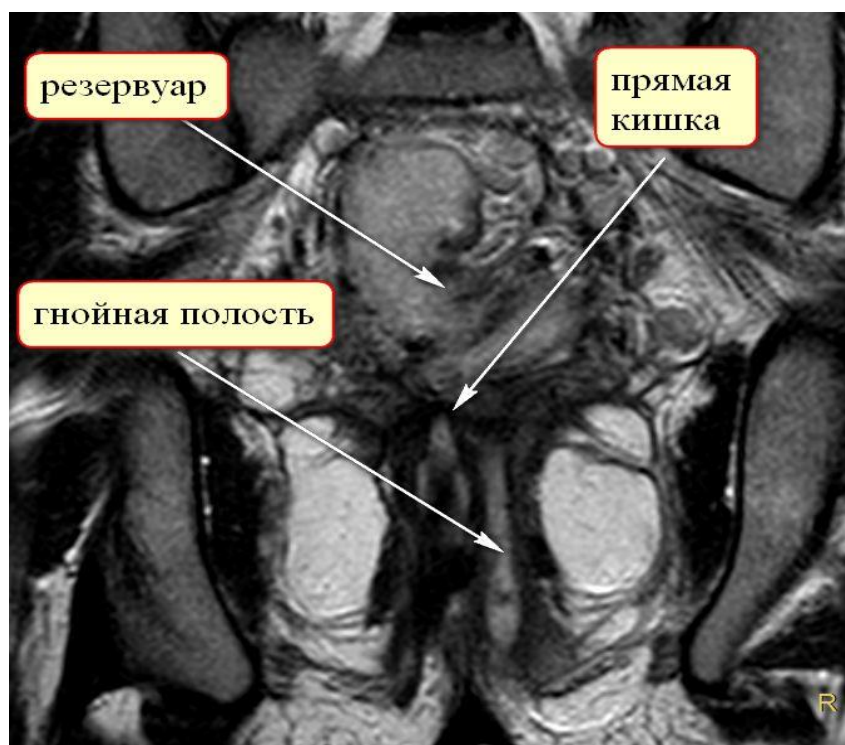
МР – томограмма больной Д., 18 лет, и/б 2764-14. Фронтальная проекция. Стрелками указаны тонкокишечный резервуар, прямая кишка и гнойная полость.
